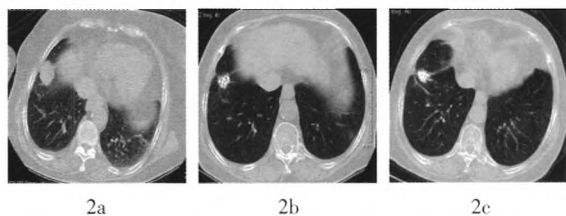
患者女性, 75岁, 右肺腺癌,  $^{125}\text{I}$  粒子植入治疗联合泽菲和顺铂化疗右肺周围型肺癌前后 CT 图像对比。图中, 2a: 治疗前; 2b、2c: 治疗后3个月和1年, 完全缓解。
